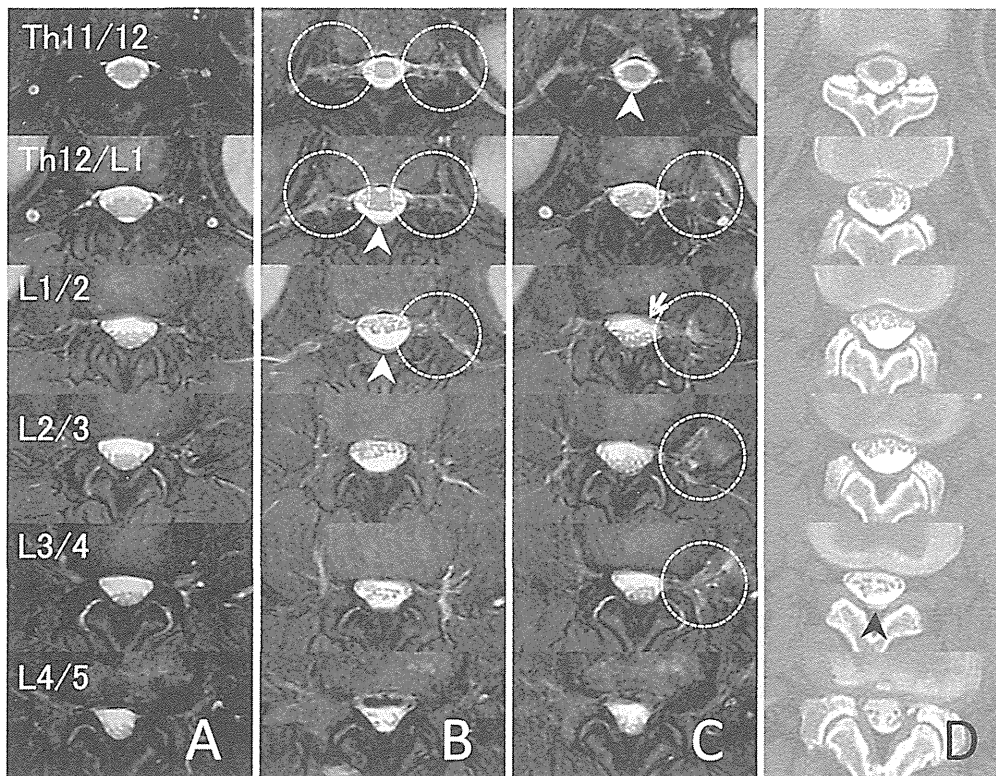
Patient 2 (No.1016). Serial fat-saturated horizontal T2-weighted MR images at the diagnosis, before (A), 2 hours (B), 5 hours (C) after spinal puncture and injection of 10 ml contrast medium + 1 ml RI solution. Images at 2 hours show new fluid collection dorsal to the dural sac at Th11/12-Th12/L1 (white arrowheads) and fluid leaks along nerve roots at Th11/12-L1/2 (white broken circles). Images at 5 hours show left dominant spread of fluid into paraspinous tissues at Th12/L1-L3/4 (white broken circles). Computed tomography myelograms (CTM) taken at 1.5 hours after the injection (D) show a very small leak at the puncture site, L3/4 (black arrowhead).
